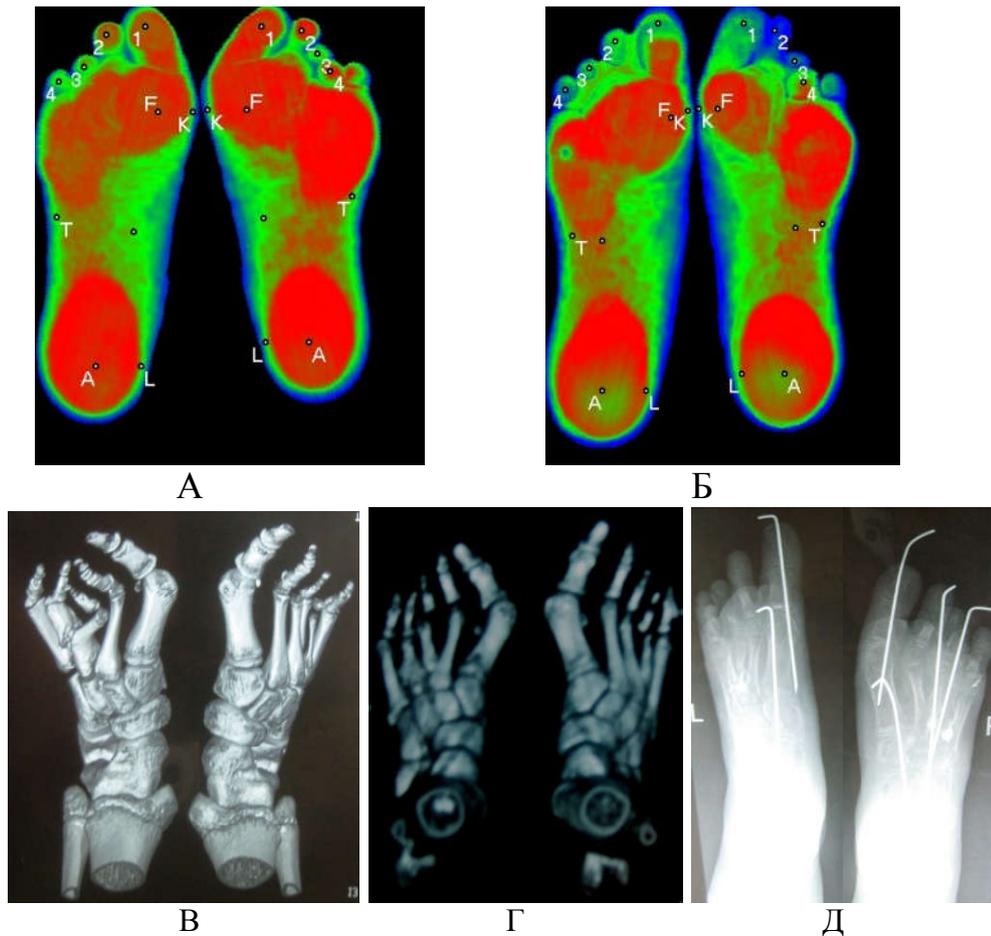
Компьютерная плантография пациентки К, 9 лет: А – до начала оперативного лечения, Б – после окончания лечения на левой стопе – уменьшилась ширина переднего отдела, нагрузка на опорные точки приближена к норме, Компьютерная томография и рентгенограммы пациентки: В – до начала оперативного лечения, Г – после первого этапа оперативного лечения на стопах. Д – рентгенограмма стоп после второго этапа оперативного лечения
